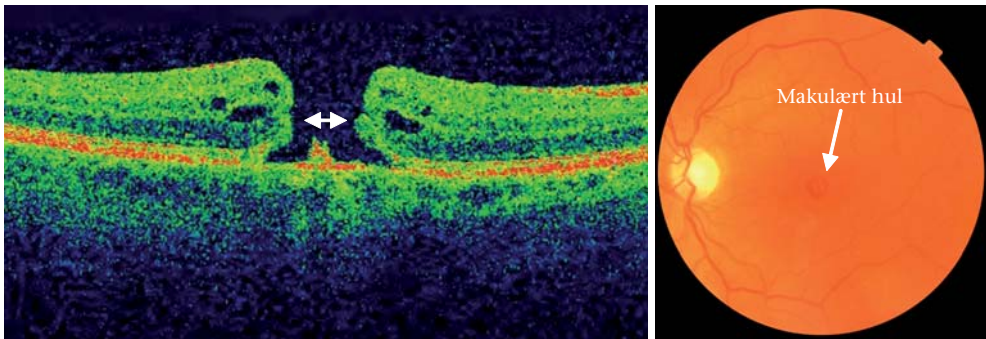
Optisk kohærenstomografi af makulahul (venstre) og tilsvarende fundusfoto (højre).
